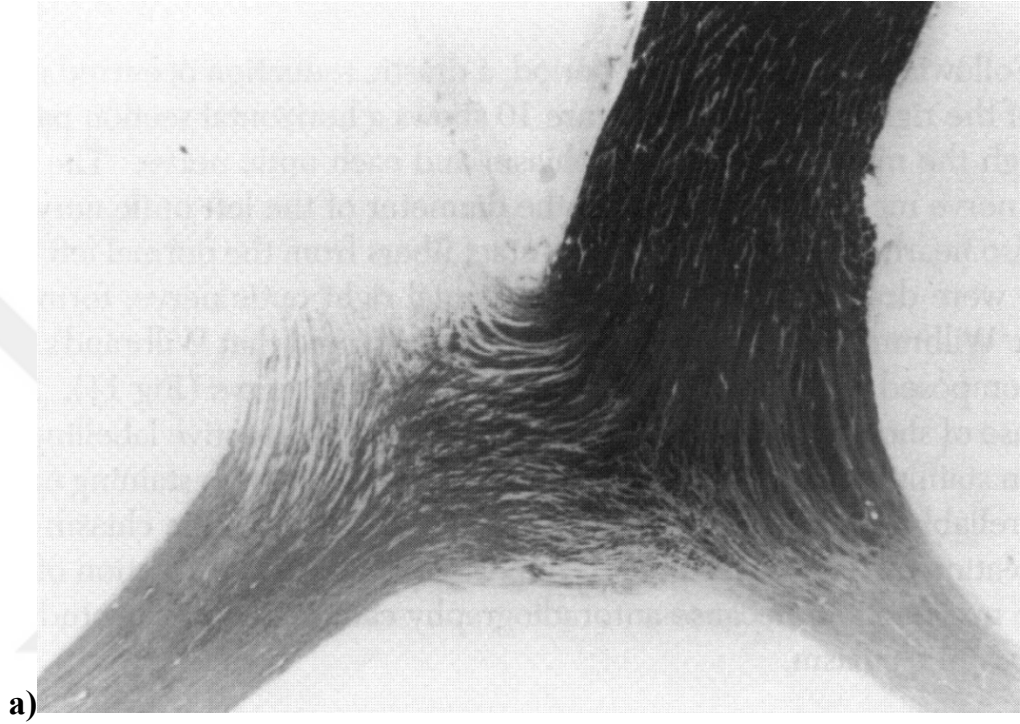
Optik kiazma 9.4 T MR traktografisi; çapraz yapan ve bir gözden diğer göze giden optik sinir lifleri görülmektedir (¹⁰⁸)
